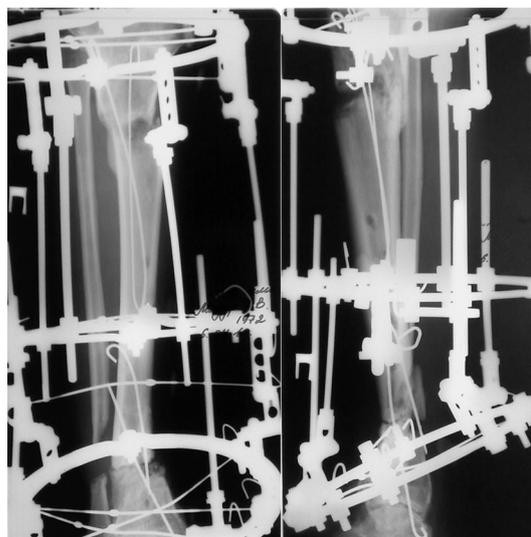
Рентгенограммы голени пациента М. после интрамедуллярного армирования дистракционного регенерата и области резекции ложного сустава большеберцовой кости
